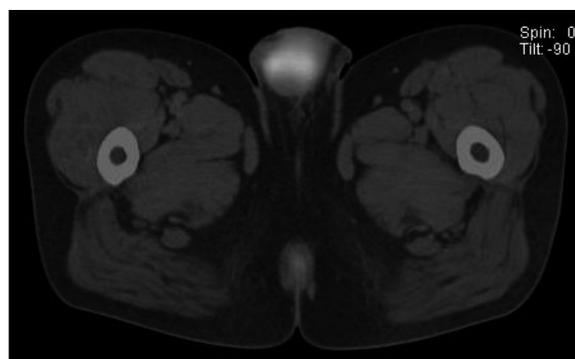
PET-CT showed a 3 cm mass in the right testis.
